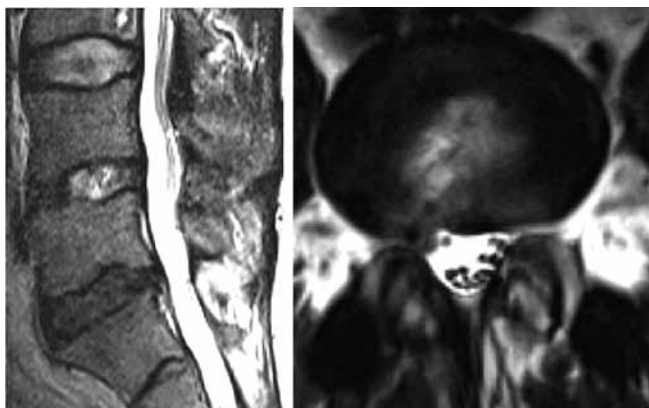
Магнитно-резонансная томография поясничного отдела позвоночника через 12 мес после оперативного лечения
